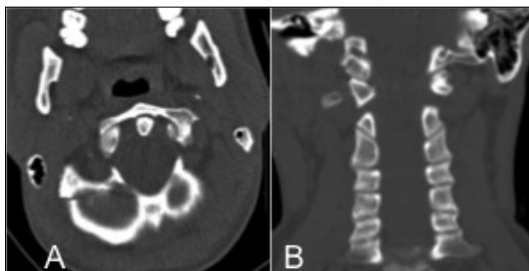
Cervical spine computed tomography scan in axial and sagittal plane showing an occipital condyle fracture, classified as a type I by Anderson and Montesano and type 1 of Tulli classification.
